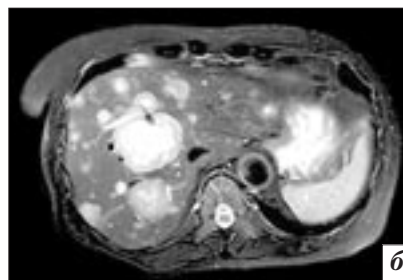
МСКТ и МРТ брюшной полости с контрастным усилением, аксиальные срезы: *а* – МСКТ, венозная фаза; *б* – МРТ, T2-ВИ. Существенно отличающееся количество очагов обусловлено различной чувствительностью методик при их выявлении
